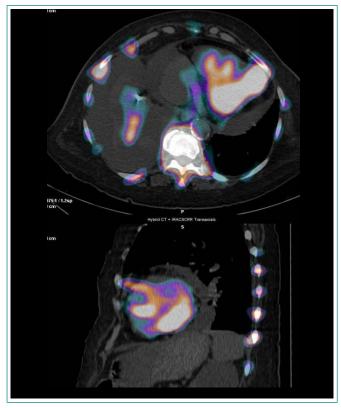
Cortes transversal y sagital de gammagrafía cardíaca ^{99m}TC-DPD, evidenciando depósito difuso biventricular indicativo de AC-TTR
